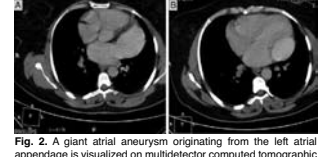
A giant atrial aneurysm originating from the left atrial appendage is visualized on multidetector computed tomographic image. GLAA: Giant left atrial appendage.
